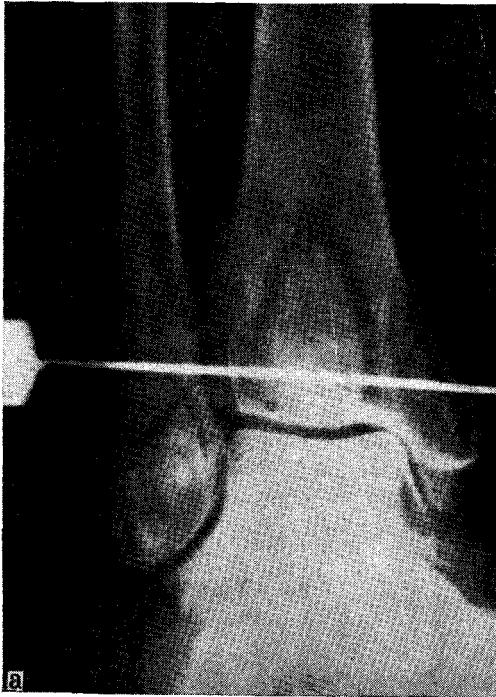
Спица Киршнера проведена через отколовшийся фрагмент заднего края большеберцовой кости. Рентгенограмма, а — передне-задняя проекция; б — боковая проекция.
